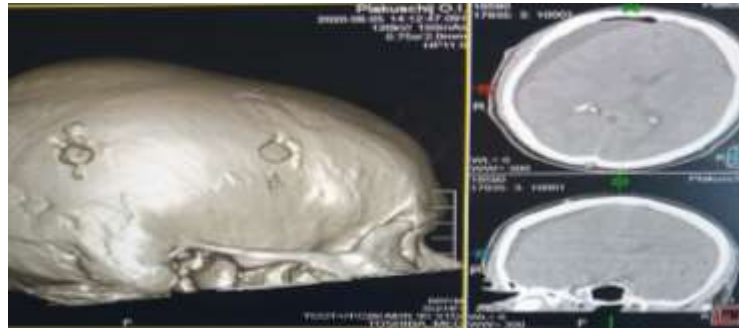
МСКТ з кістковою реконструкцією фрезевих отворів.
